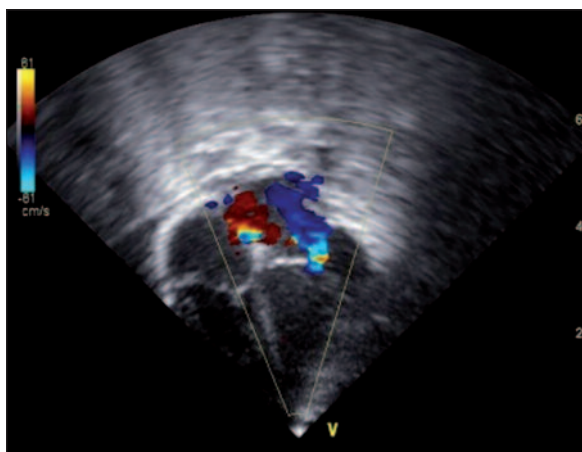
Echocardiographic apical 4 chamber view with enlarged chambers and moderate mitral regurgitation.
